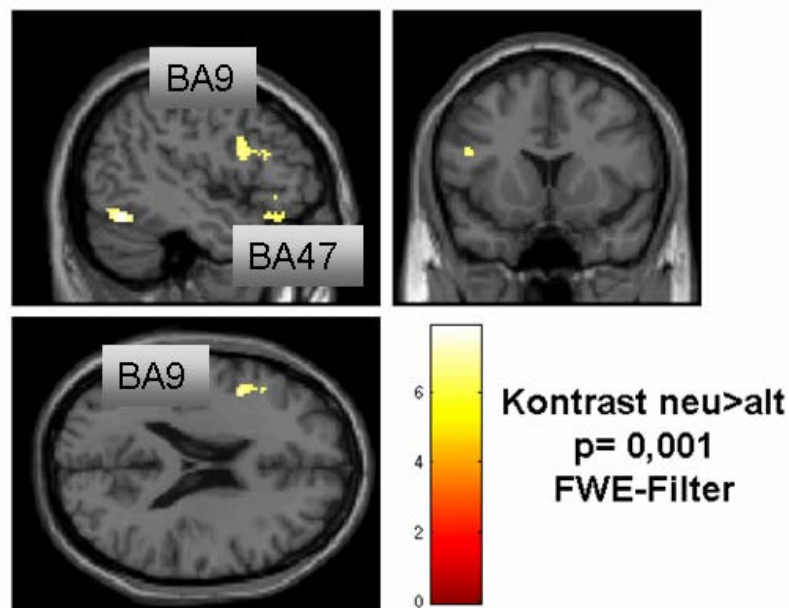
Visualisierung einiger linkshemisphärischer Areale, die während der Bedienung der MRT-Maus mit der linken Hand stärker aktiviert sind beim Enkodieren unbekannter Wörter im Vergleich zu den bereits gesehenen (Kontrast neu>alt, $p=0,001$; FWE-Filter, Schwelle bei 10 zusammenhängenden Voxeln). BA9 = inferiorer frontaler Gyrus, BA47 = inferiorer und mittlerer frontaler Gyrus
